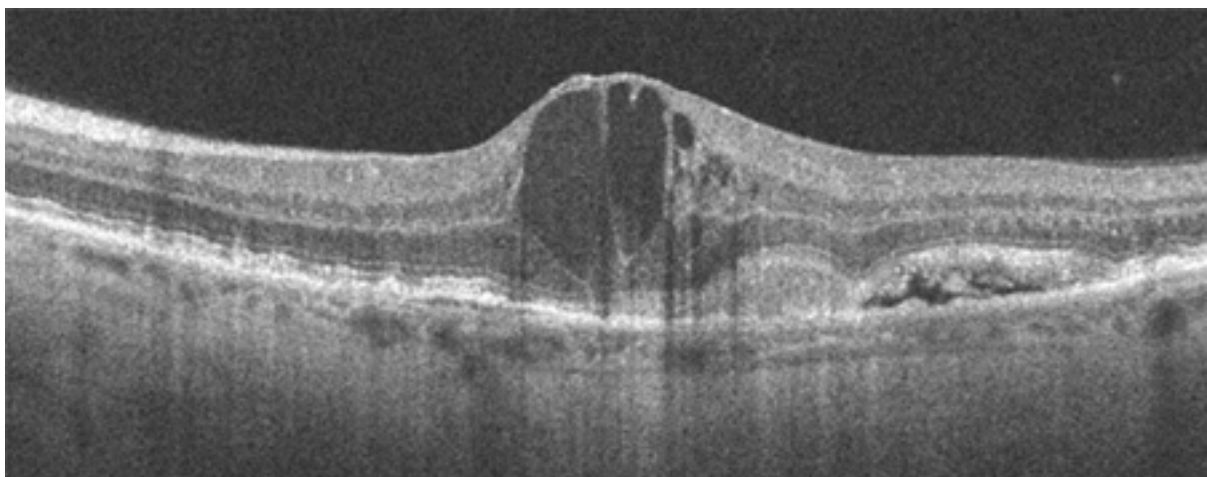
Imagem de tomografia de coerência óptica de alta resolução mostrando fluido sub-retiniano e intrarretiniano
